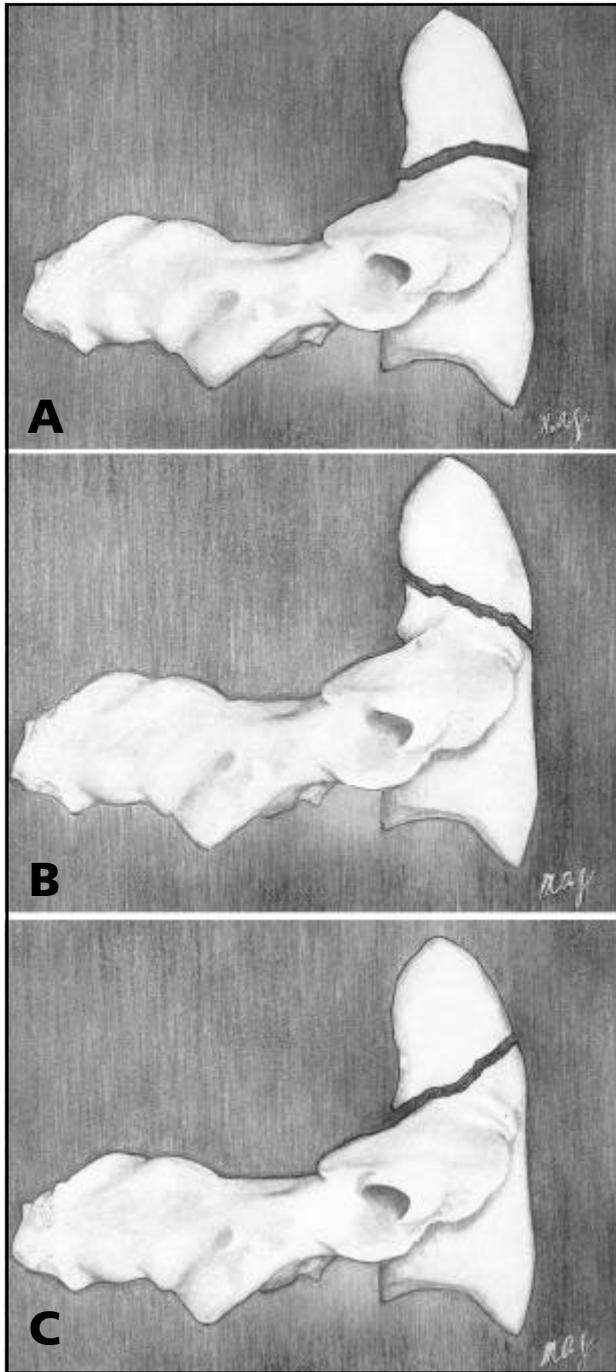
Classificação das fraturas do odontóide. Fratura horizontal Tipo II N (A); obliqua anterior Tipo II A (B) e obliqua posterior Tipo II P(C). Esta classificação é baseada na direção do traço de fratura, visualizado na radiografia simples da coluna cervical em perfil.
